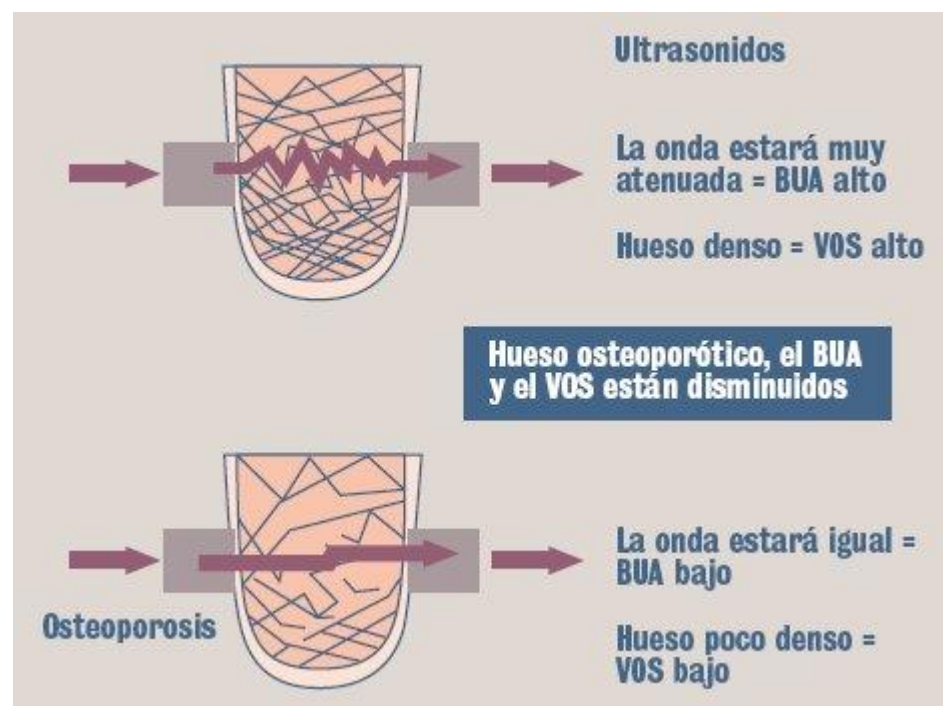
Técnica de ultrasonidos de calcáneo. En la zona superior, un hueso normal; en la inferior, un hueso con osteoporosis.
